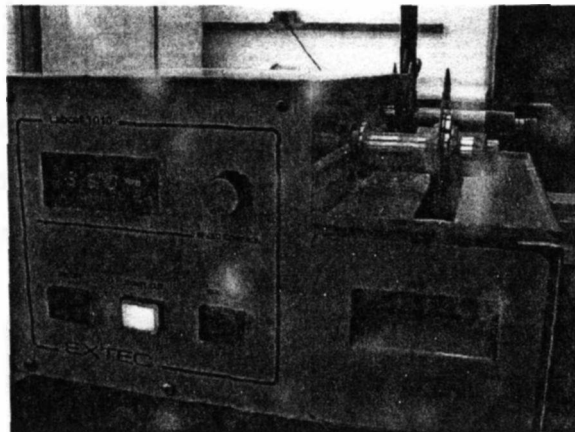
Labcut 1010 (EXTEC Technologies Inc. Enfield, CT, USA) com disco diamantado em baixa rotação (350 rpm).
